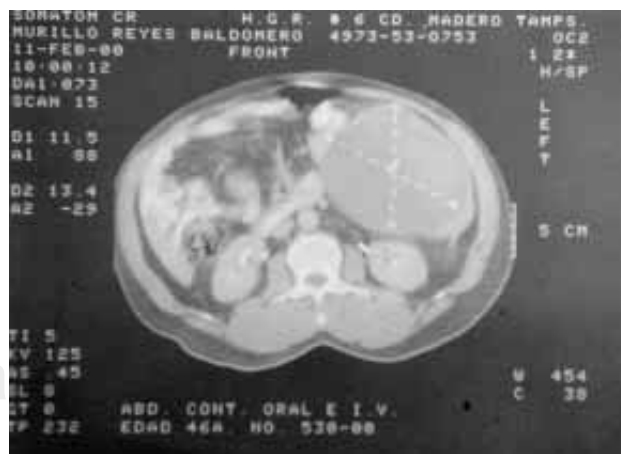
Tomografía computadorizada que confirma la presencia de lesión quística en el cuadrante superior izquierdo del abdomen con desplazamiento de las vísceras adyacentes.
